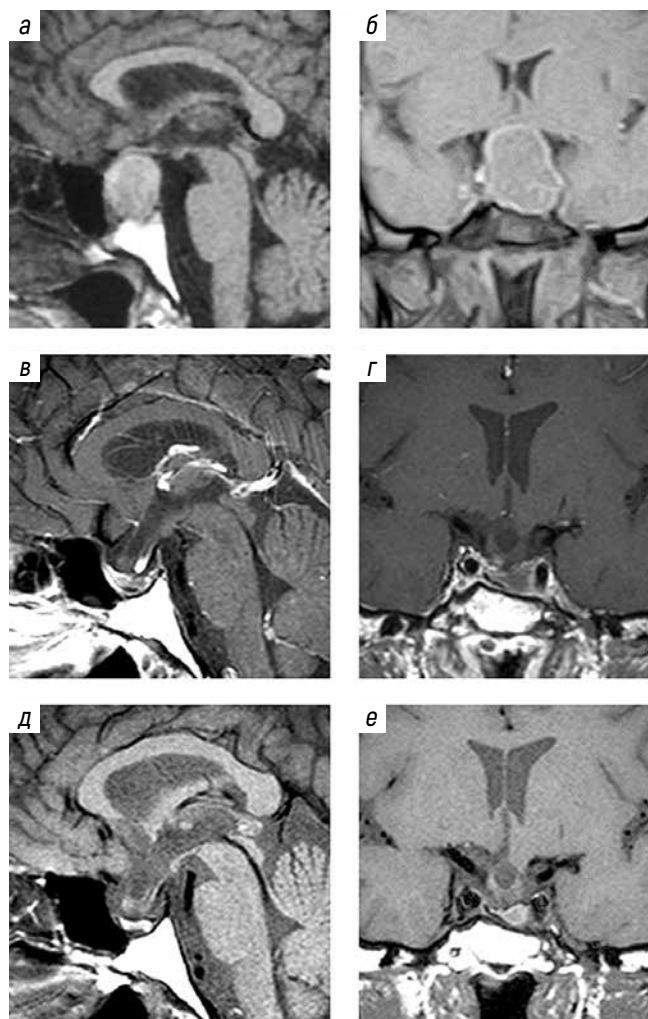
Пример резорбции опухоли после перенесенного кровоизлияния: а, б – МРТ через 10 дней после кровоизлияния в опухоль гипофиза; в, г – МРТ через 2 мес от начала консервативного лечения; д, е – МРТ через 7 мес от начала консервативного лечения
